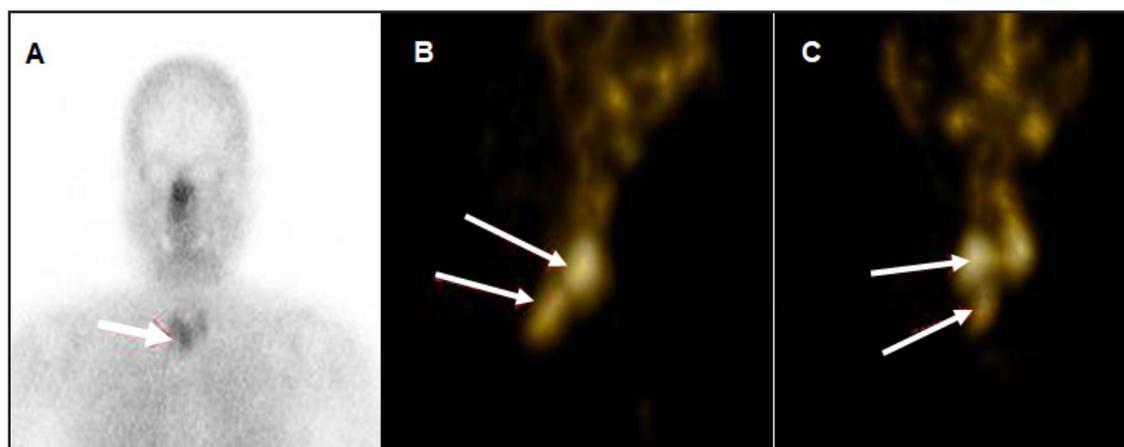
Caso 1: centellograma paratiroideo con 99m Tc-MIBI: captación en región inferior derecha (A) y SPECT: hipercaptación de probable origen paratiroideo inferior derecho (B y C).
